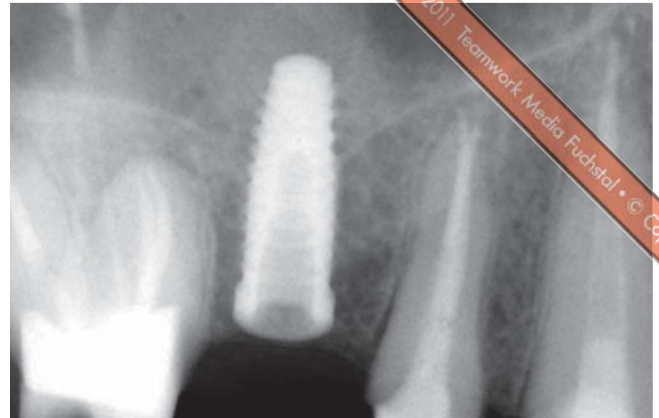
Röntgenkontrolle des Implantats zum Zeitpunkt der Implantatinsertion
